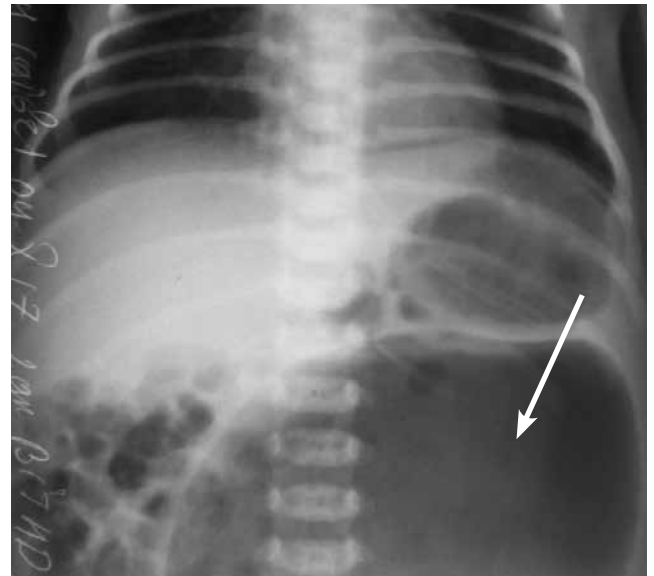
Оглядова рентгенограма живота новонародженої дитини. Стрілкою вказано газовий міхур ВТМ
